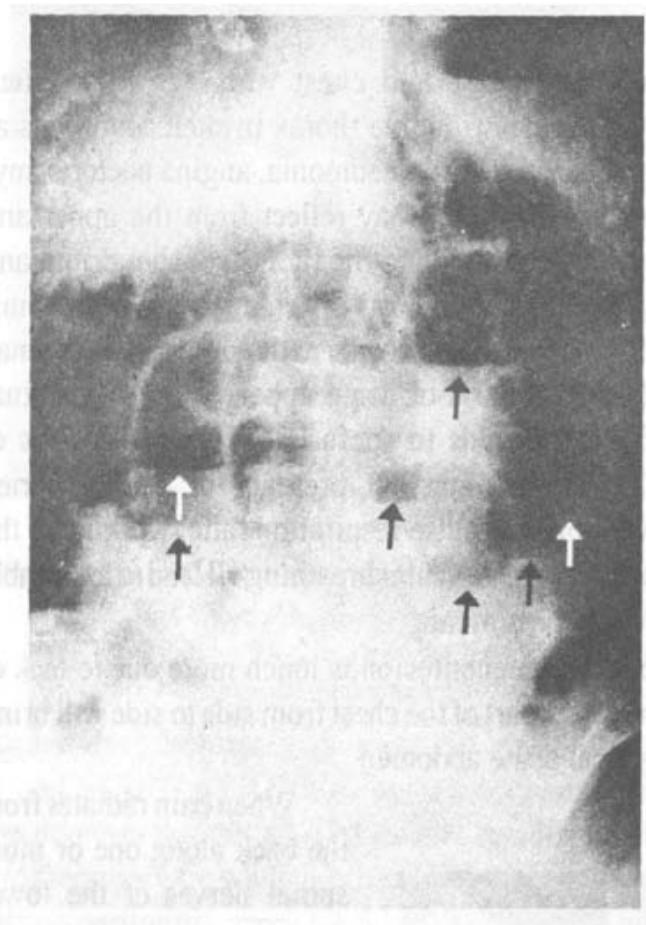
Straight X-ray showing multiple fluid levels (shown by arrows) and gas in acute intestinal obstruction.
